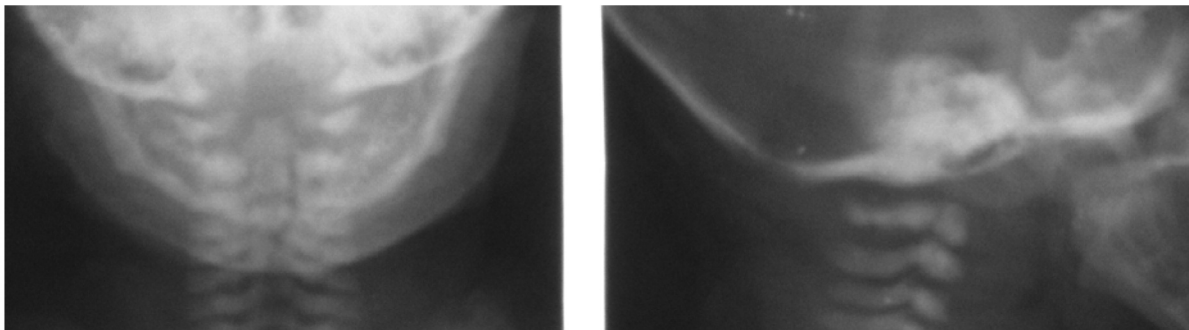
Рентгенограммы шейного отдела позвоночника в прямой и боковой проекции у новорожденного (17 дней) с визуализацией нормального атлanto-аксиального сочленения
